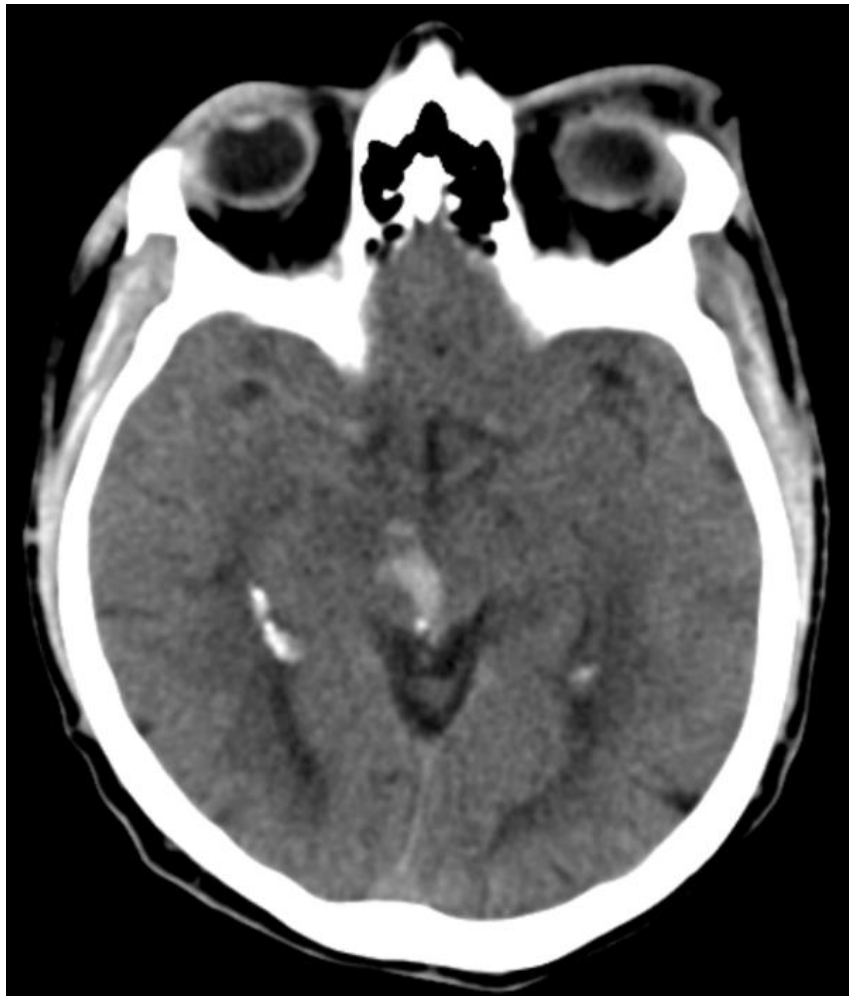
МРТ головного мозга 25.06.2015
